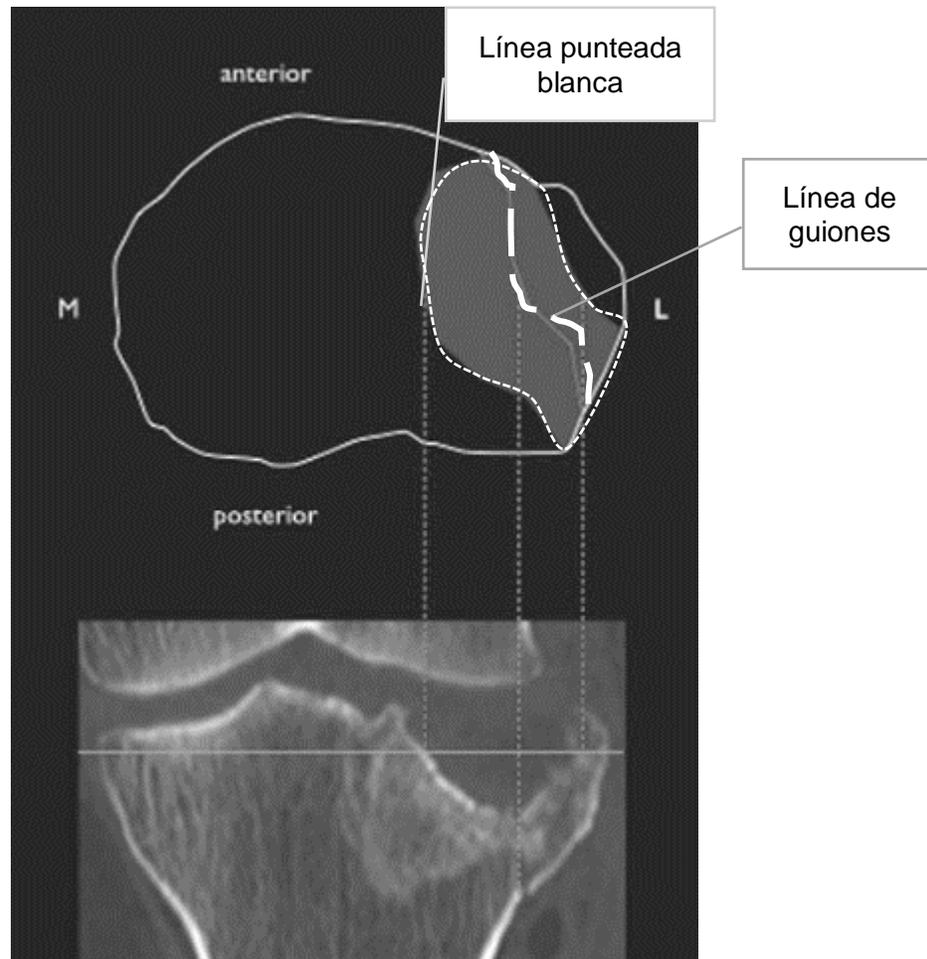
Línea de guiones blanco, trazo de fractura, Área punteada blanca zona de conminución. Tomada de Molenaars RJ et al. Tibial plateau fracture characteristics: Computed tomography mapping of lateral, medial, and bicondylar fractures. J Bone Jt Surg - Am Vol 2015;97(18) pág. 3(32)
